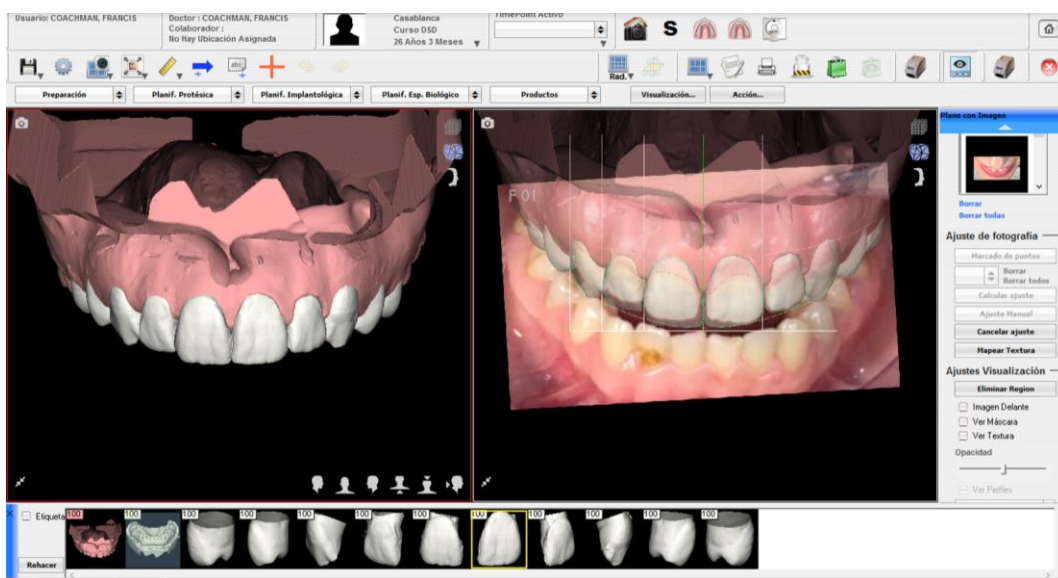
Análise digital dos dentes e da gengiva a partir de imagens capturadas por tomografia computadorizada e imagens capturadas por fotografias
